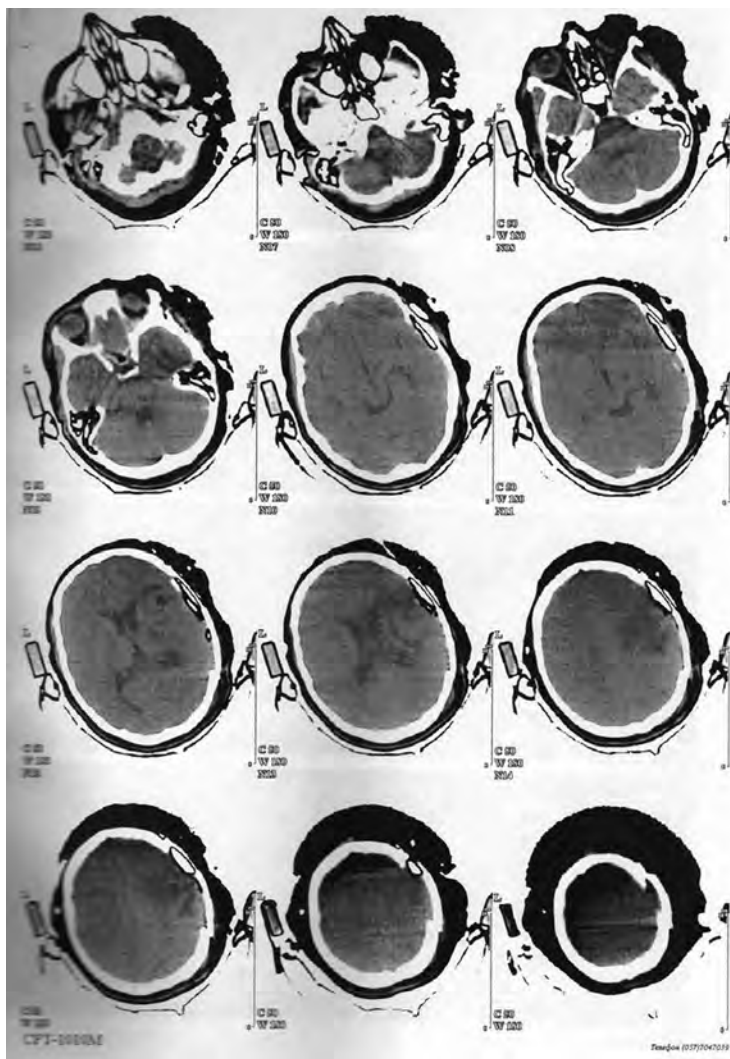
КТ головного мозку пацієнтки Р., 25 років
